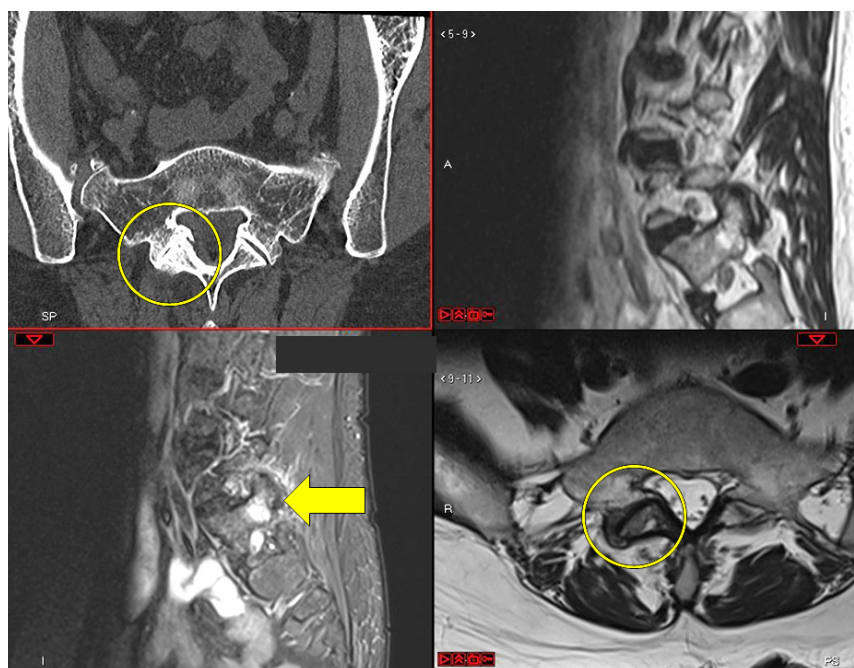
Imágenes de TC y RM potenciadas en T1 y T2 sagital y T1 axial de raquis lumbar bajo. Patología degenerativa de las facetetas con signos de pinzamiento del espacio, y focos de inflamación (edema óseo – flecha amarilla) e hipertrofia (círculos).
